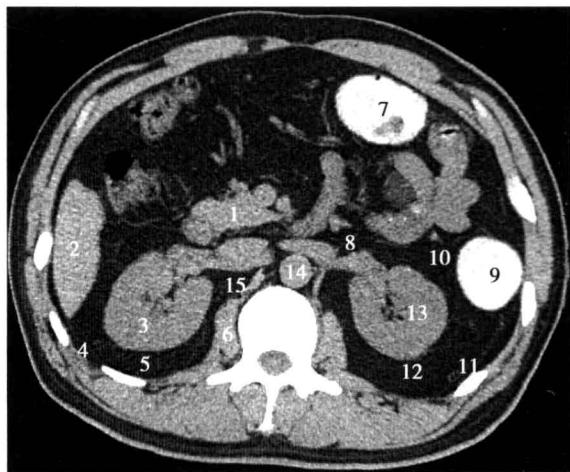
腹膜后第 4 水平断面 CT 图像
